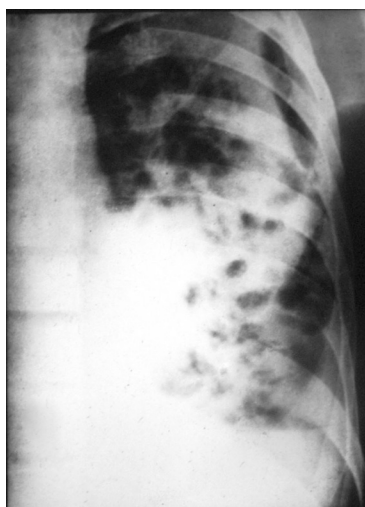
Radiografia standard de profil. Gangrena plămânului drept. Multiple focare de necroză.
